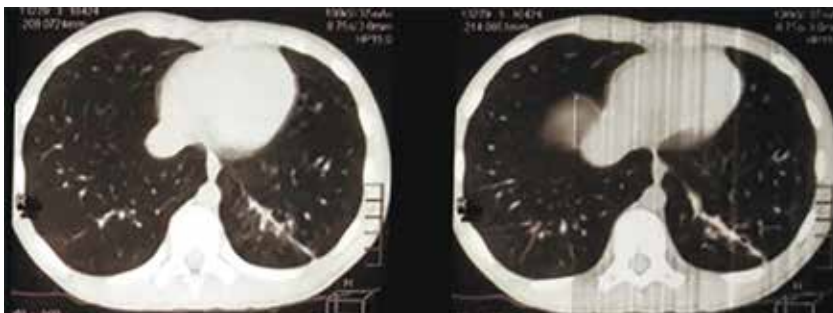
МСКТ ОГК (31.05.2019): КТ-признаки бронхопневмонии нижней доли левого легкого, осложненной формированием субсегментарного ателектаза, единичными бронхоэктазами нижней доли
